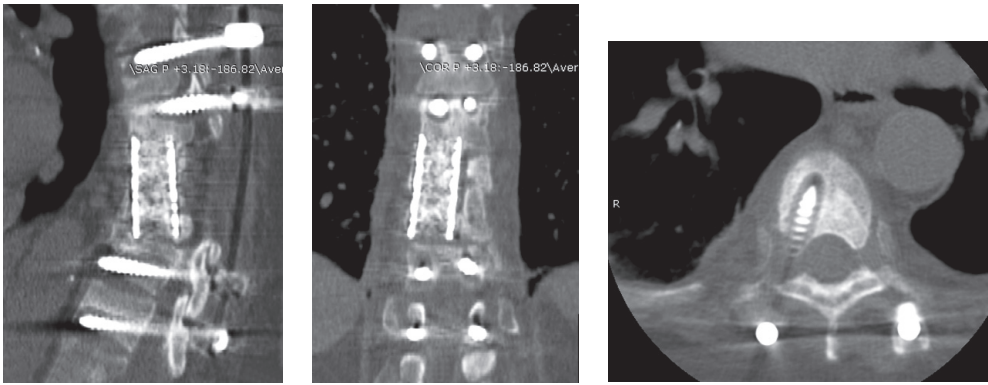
МСКТ позвоночника через 1,5 года после первичной операции: нестабильность задних металлоконструкций, адаптация трансплантата внутри сетчатого имплантата с верхним блокируемым позвонком, пролабирание в нижний диск с небольшой резорбтивной полоской вокруг сетчатого имплантата
